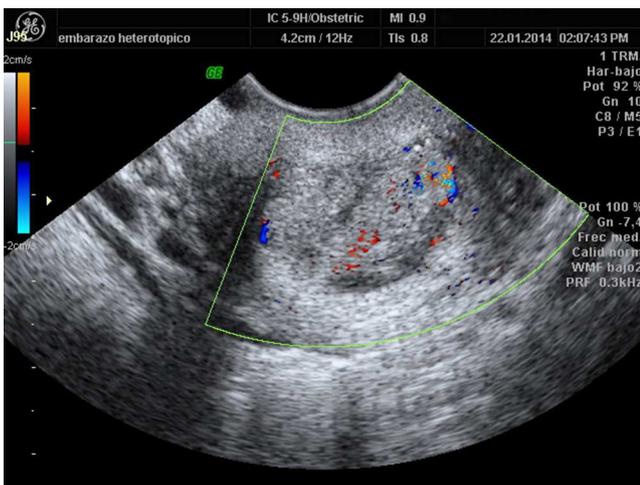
Ecografía transvaginal: imagen posterior al tratamiento.
